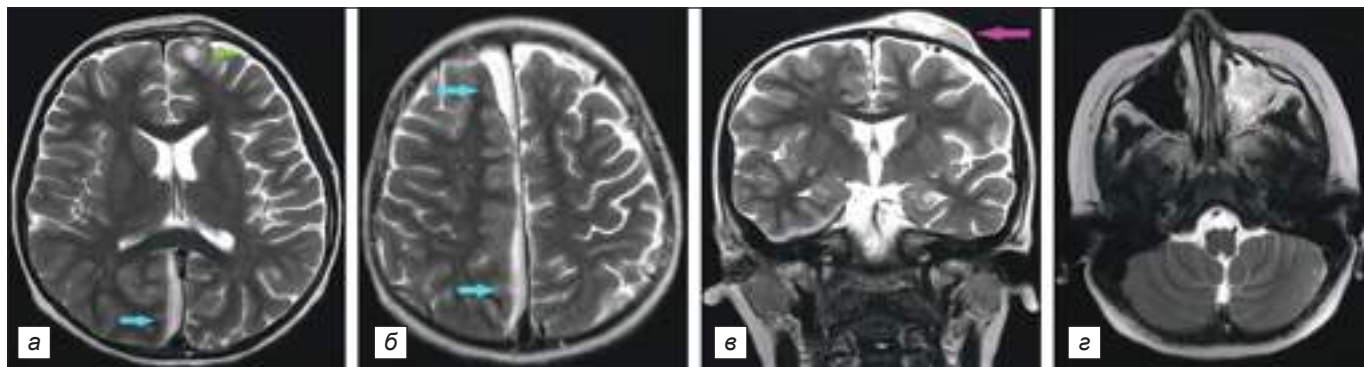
Первичное МРТ головы пациента М., 6 лет, при поступлении: *a* – внутримозговой абсцесс левой лобной доли (зелёная стрелка), эмпиема межполушарной щели справа (голубая стрелка); *б* – эмпиема межполушарной щели справа (голубые стрелки); *в* – подапонеуротическая флегмона в левой лобно-теменной области (красная стрелка); *г* – гнойный верхнечелюстной синусит слева.
